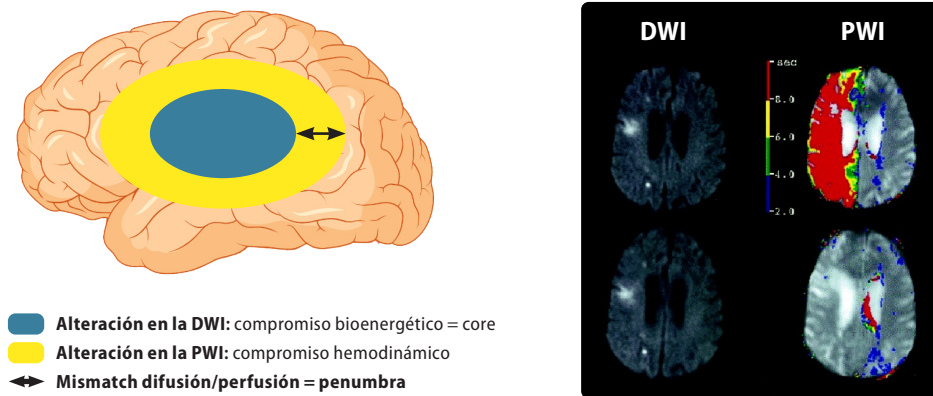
RM multiparamétrica en el diagnóstico de la penumbra isquémica.
